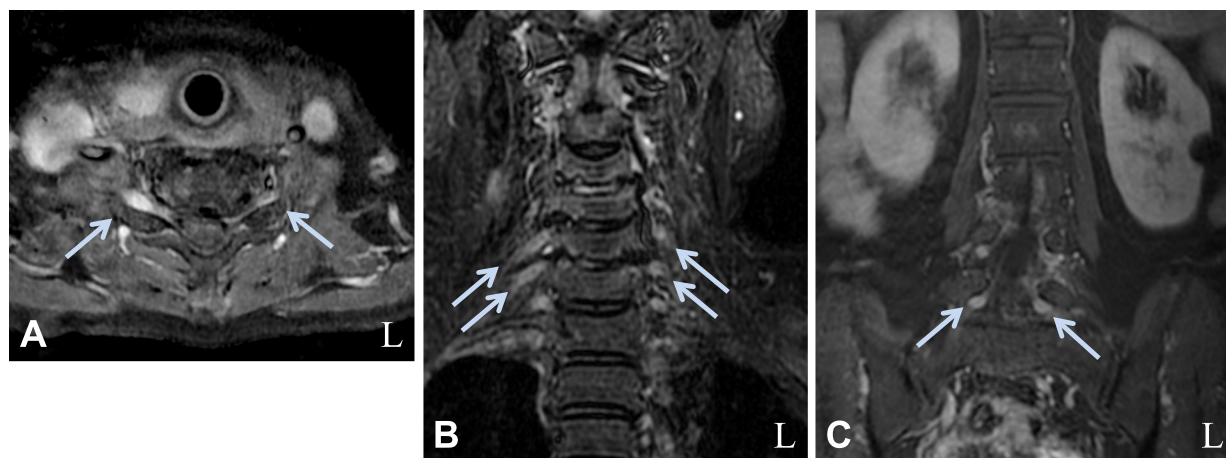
MRI findings in cervical and lumbar roots.
